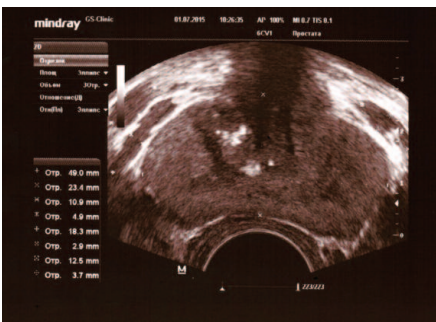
ТРУЗИ ПЖ у пациента Л., 69 лет с левосторонним варикоцеле 2 стадии. Объем ПЖ 16,5 см³. Максимальный диаметр вен слева 6,0 мм. Варикоз вен ПЖ 2 стадии или значимый варикоз. Магистральный тип венозного сплетения. Хронический калькулезный простатит
